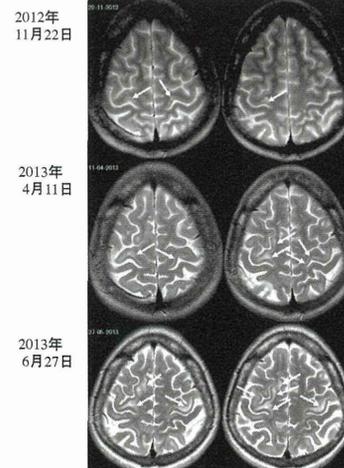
無症候性ナタリズマブ関連PMLの頭部MRI
